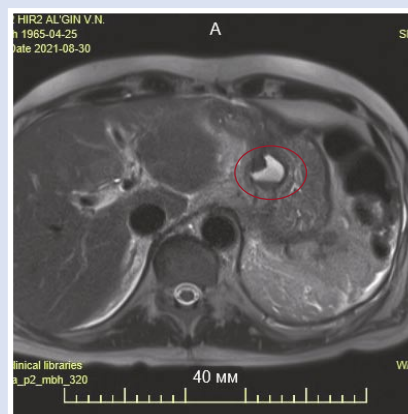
МРТ брюшной полости пациента А. — обведена ПК ПЖ. 28.08.2021 г.
